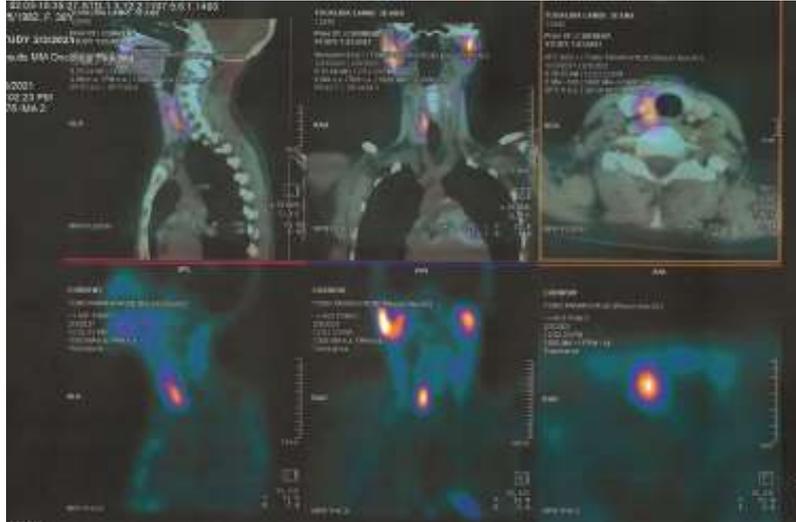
Hyperfixation rétro et latérotrachéale droite d'un adénome parathyroïdien à la tomoscintigraphie (source : auteur).
